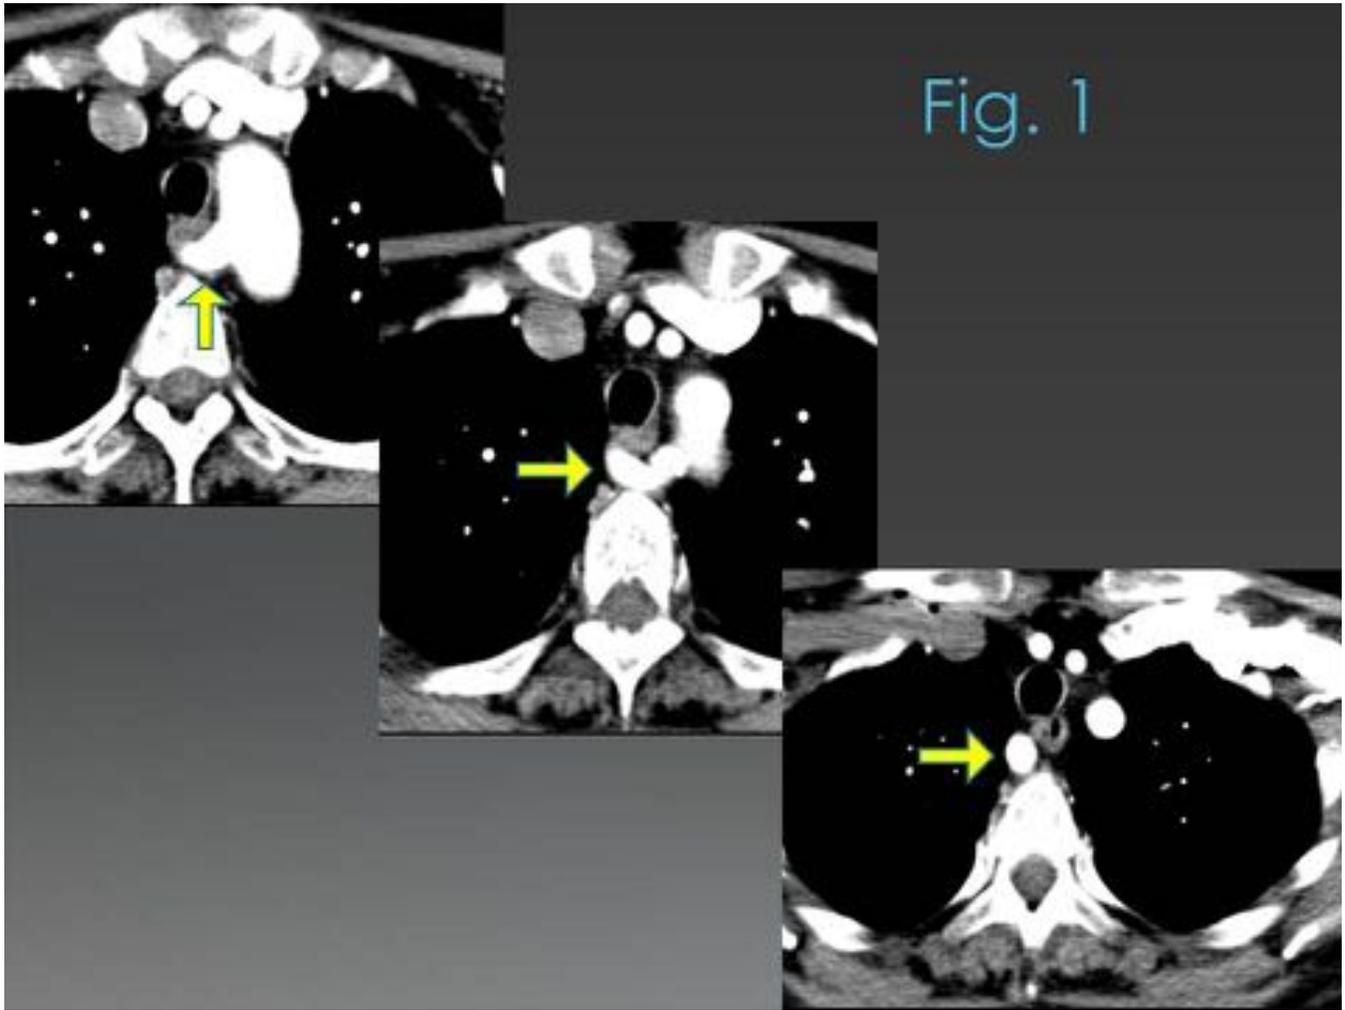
TC con contraste que muestra un arco aórtico izquierdo con arteria subclavia derecha aberrante, que va hacia el lado derecho por detrás del esófago.
